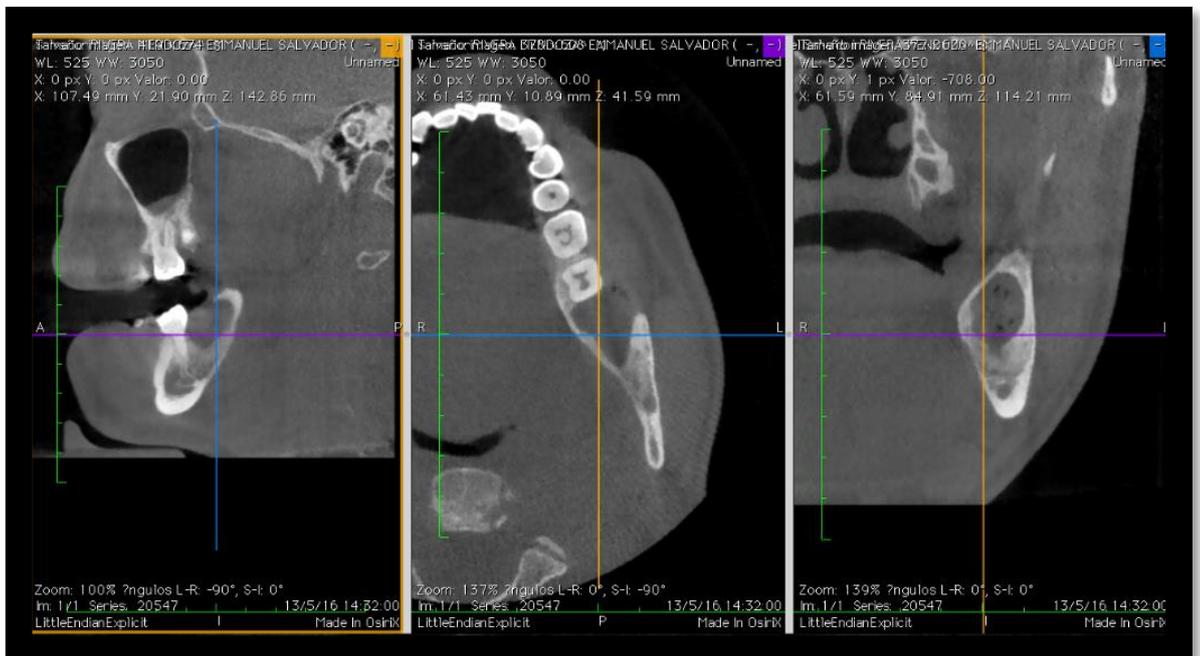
TC corte sagital, axial y coronal fuente directa
